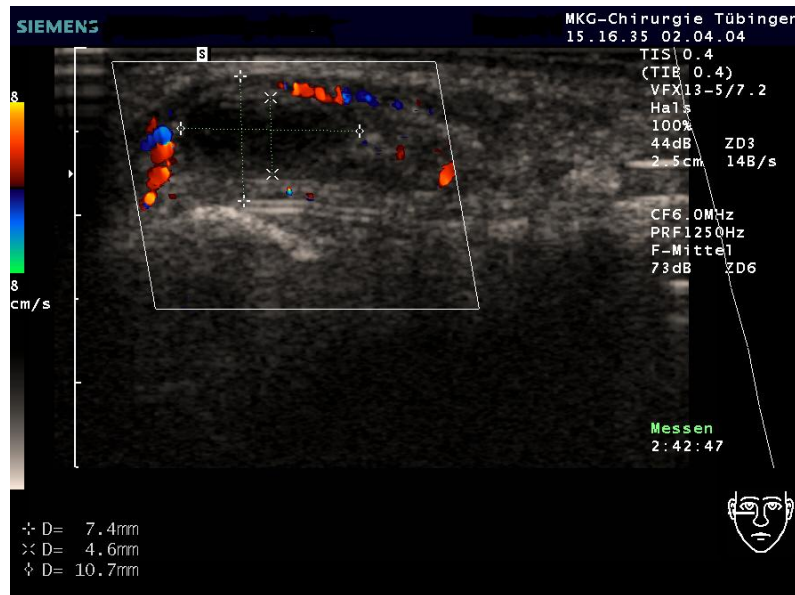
Sonographische Darstellung einer periimplantären Schwellung infraorbital, 13 Monate post implantationem
